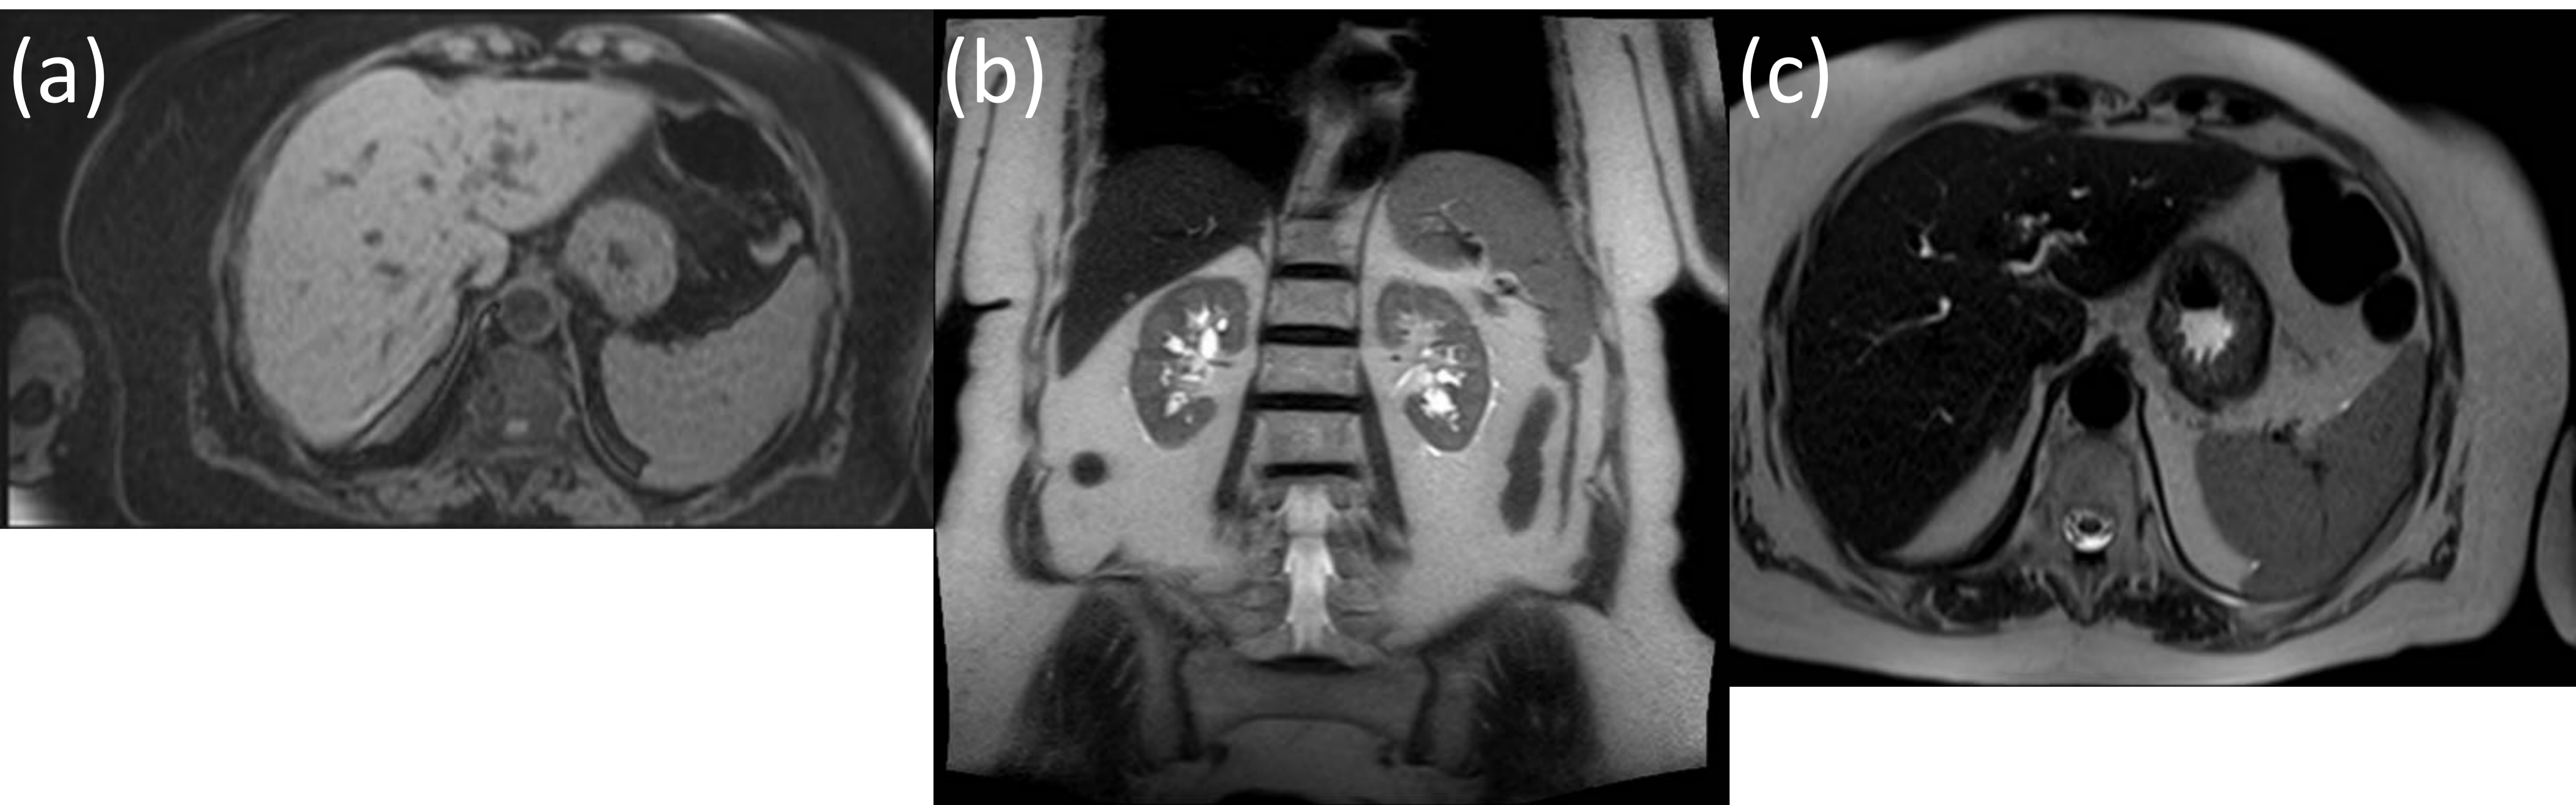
Apariencia del bazo normal en RM. Imágenes de un paciente sin patología esplénica. (a) Imagen axial potenciada en T1 con supresión grasa, muestra el bazo discretamente mas hipointenso que el hígado. Imágenes potenciadas en T2 Ultra fast SE en plano coronal (b) y axial (c), visualizando el bazo hiperintenso homogéneamente con respecto al hígado
